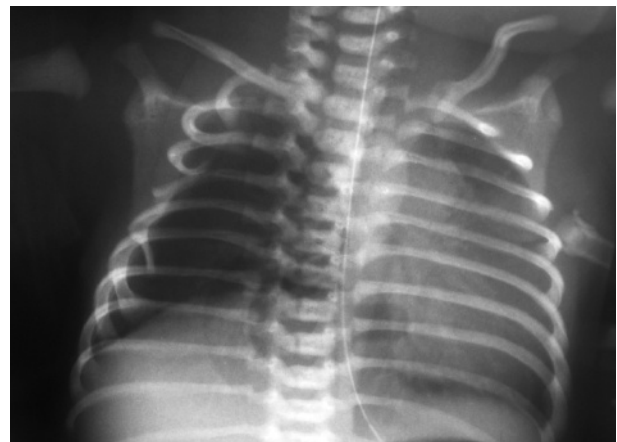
Radiografía de tórax. Hipoplasia de arco anterior de las costillas 2-5
